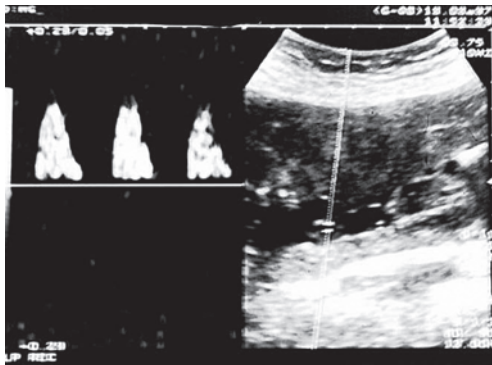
Dopplervelocimetria da artéria umbilical com ausência da onda diastólica (diástole zero).
